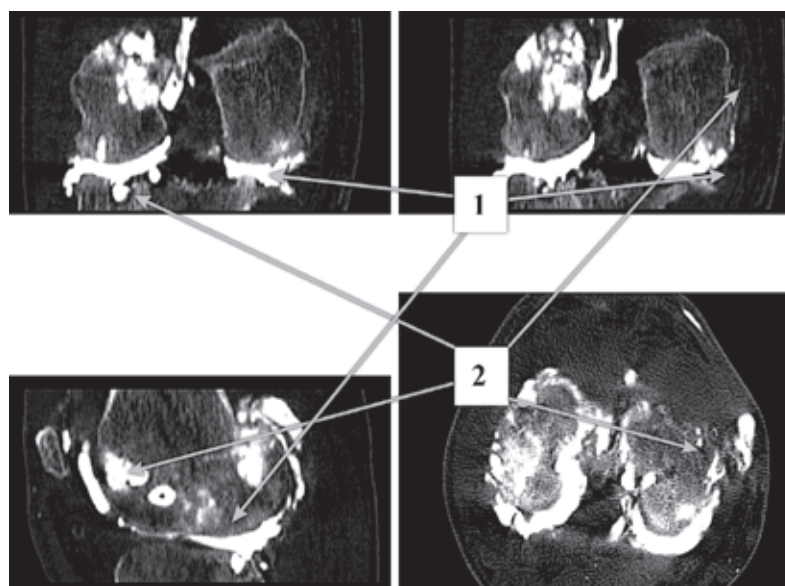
Фронтальні й сагітальна МПР й аксіальна томограма:
